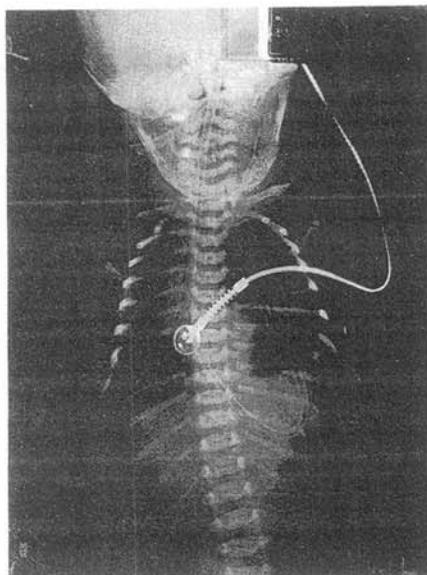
Stomach and intestinal shadow is seen in left hemithorax at chest X-ray of newborn.
